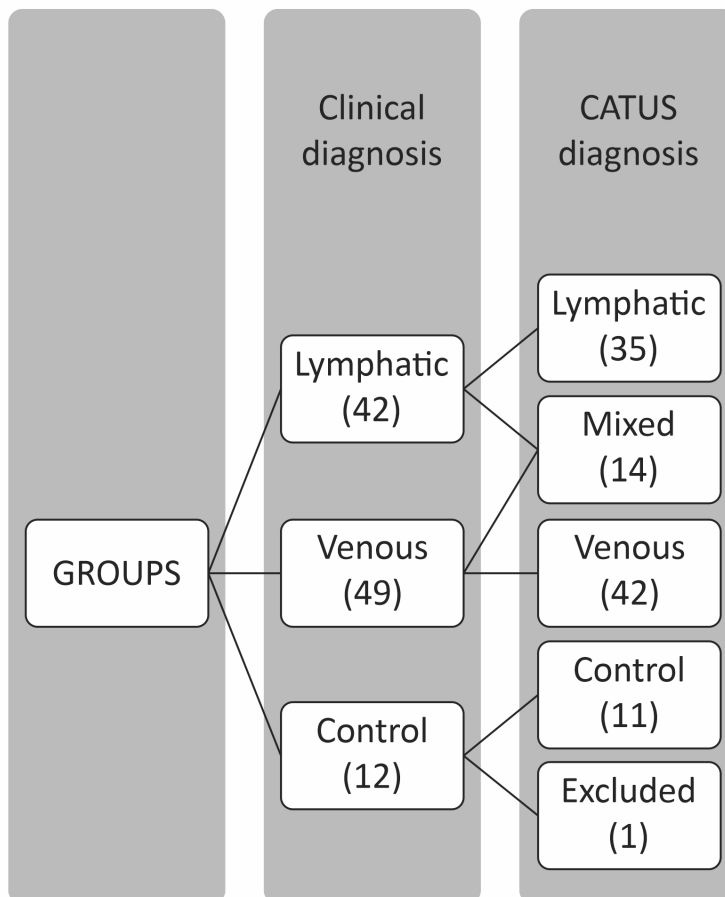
Study groups with numbers of limbs analyzed. CATUS = tissue characterization by ultrasonographic images.
